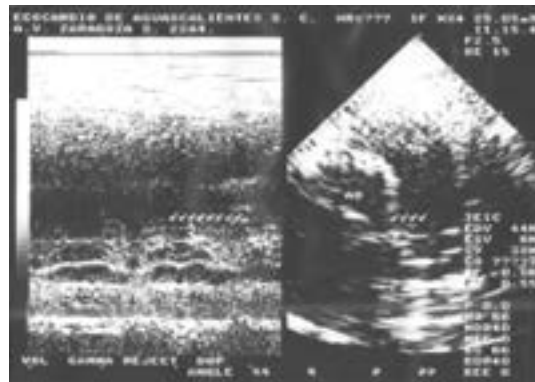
Ecocardiograma: mostró dilatación de la arteria pulmonar, con imágenes sugestivas de trombos adosados en su pared.
